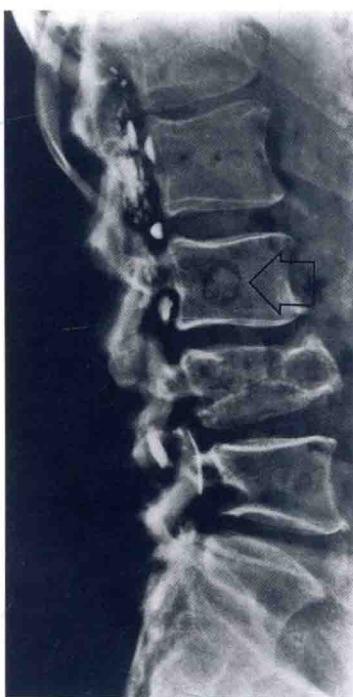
转移性肉瘤。腰椎侧位 X 线平片显示转移至 L3 椎体的转移性高度恶性骨肉瘤（箭头）。(Courtesy of Martin M. Malawer.)
